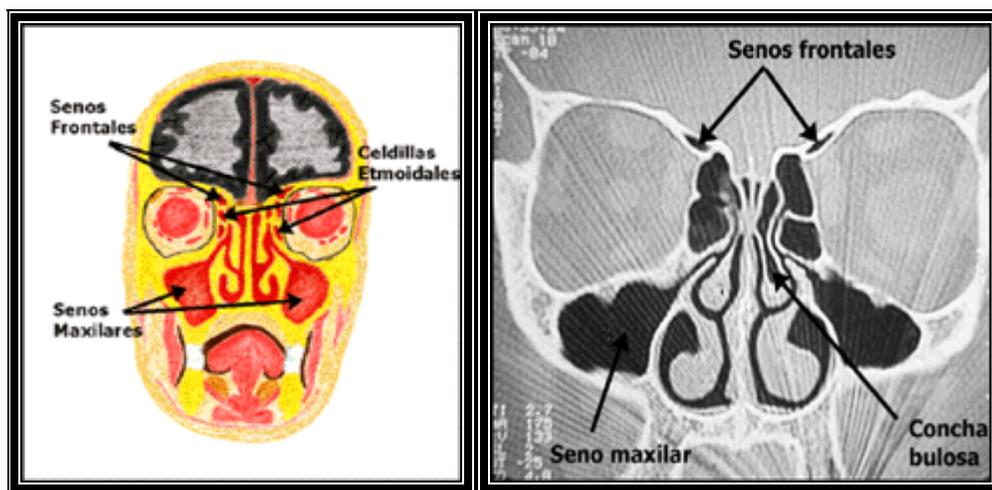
ANATOMÍA DE LAS CAVIDADES PARANASALES COMPARADA CON TAC.
